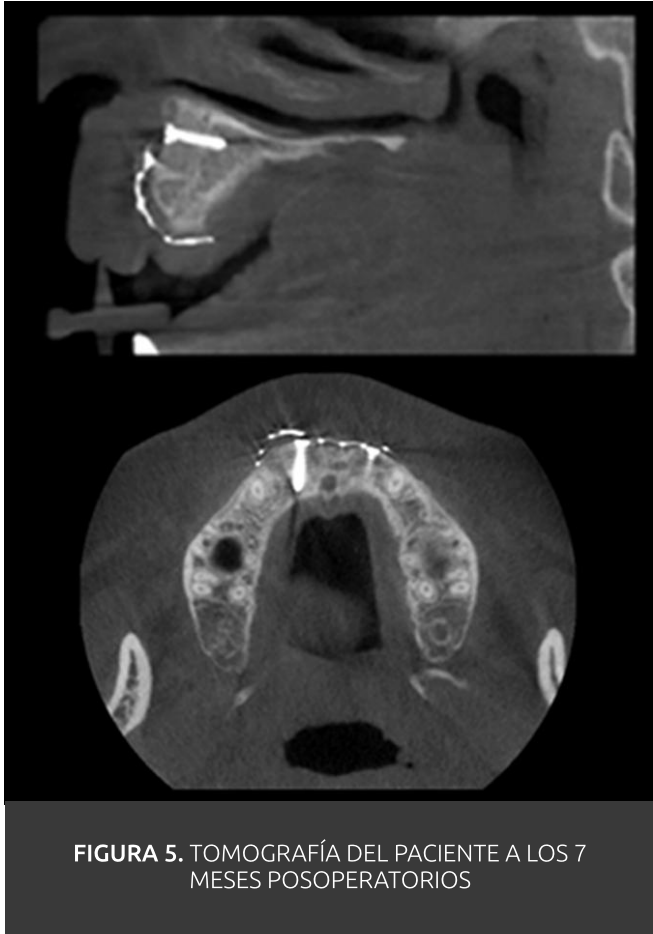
TOMOGRAFÍA DEL PACIENTE A LOS 7 MESES POSOPERATORIOS
